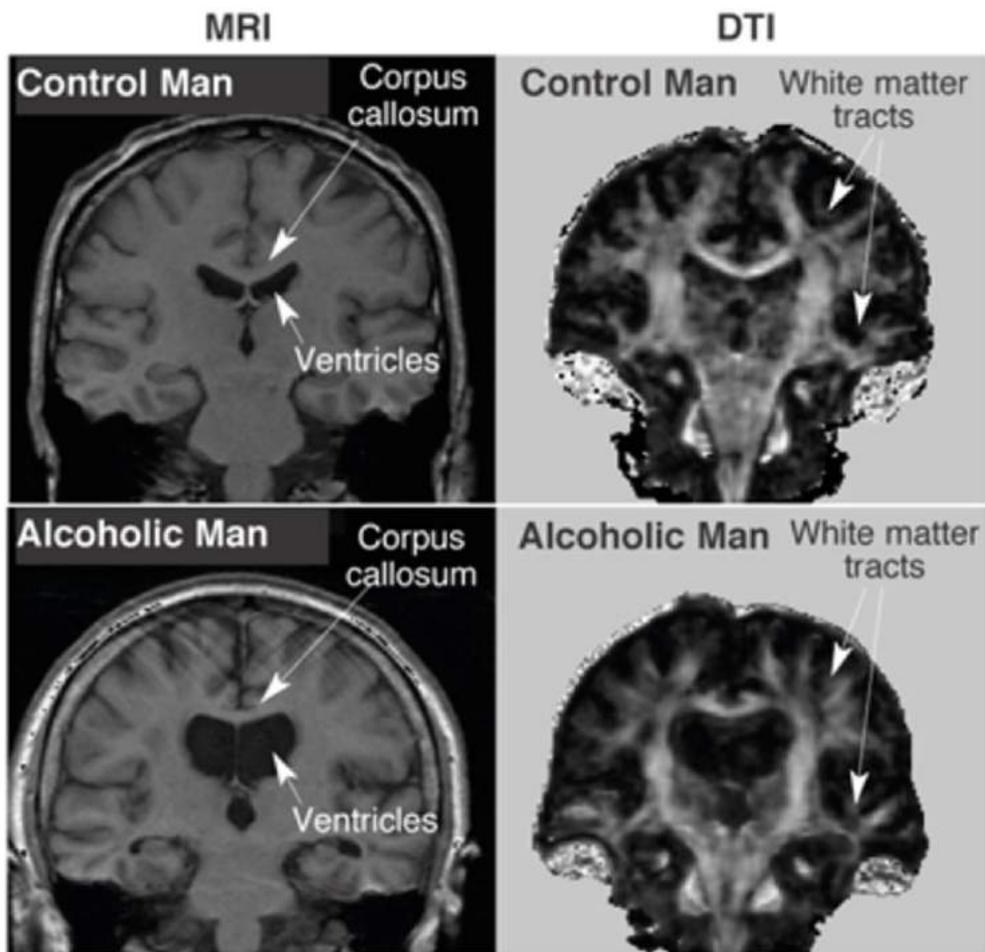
Images displayed in the coronal orientation from MRI and DTI studies of a 61-year-old healthy man (upper images) and a 60-year-old alcoholic man (lower images). The high-resolution MRI slices are at the same locations as the fractional anisotropy images of the DTI panels. Note on the MRI the thinner corpus callosum displaced upward by enlarged ventricles and, on the DTI, less well delineated white matter tracts in the alcoholic man compared with the healthy man.
